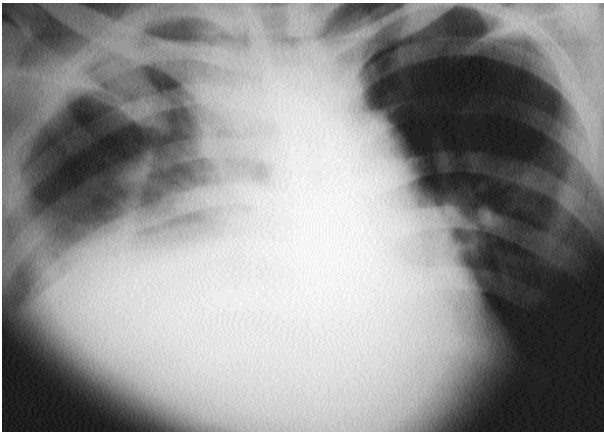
Sağ diafragma yaralanması saptanan hastanın CT
